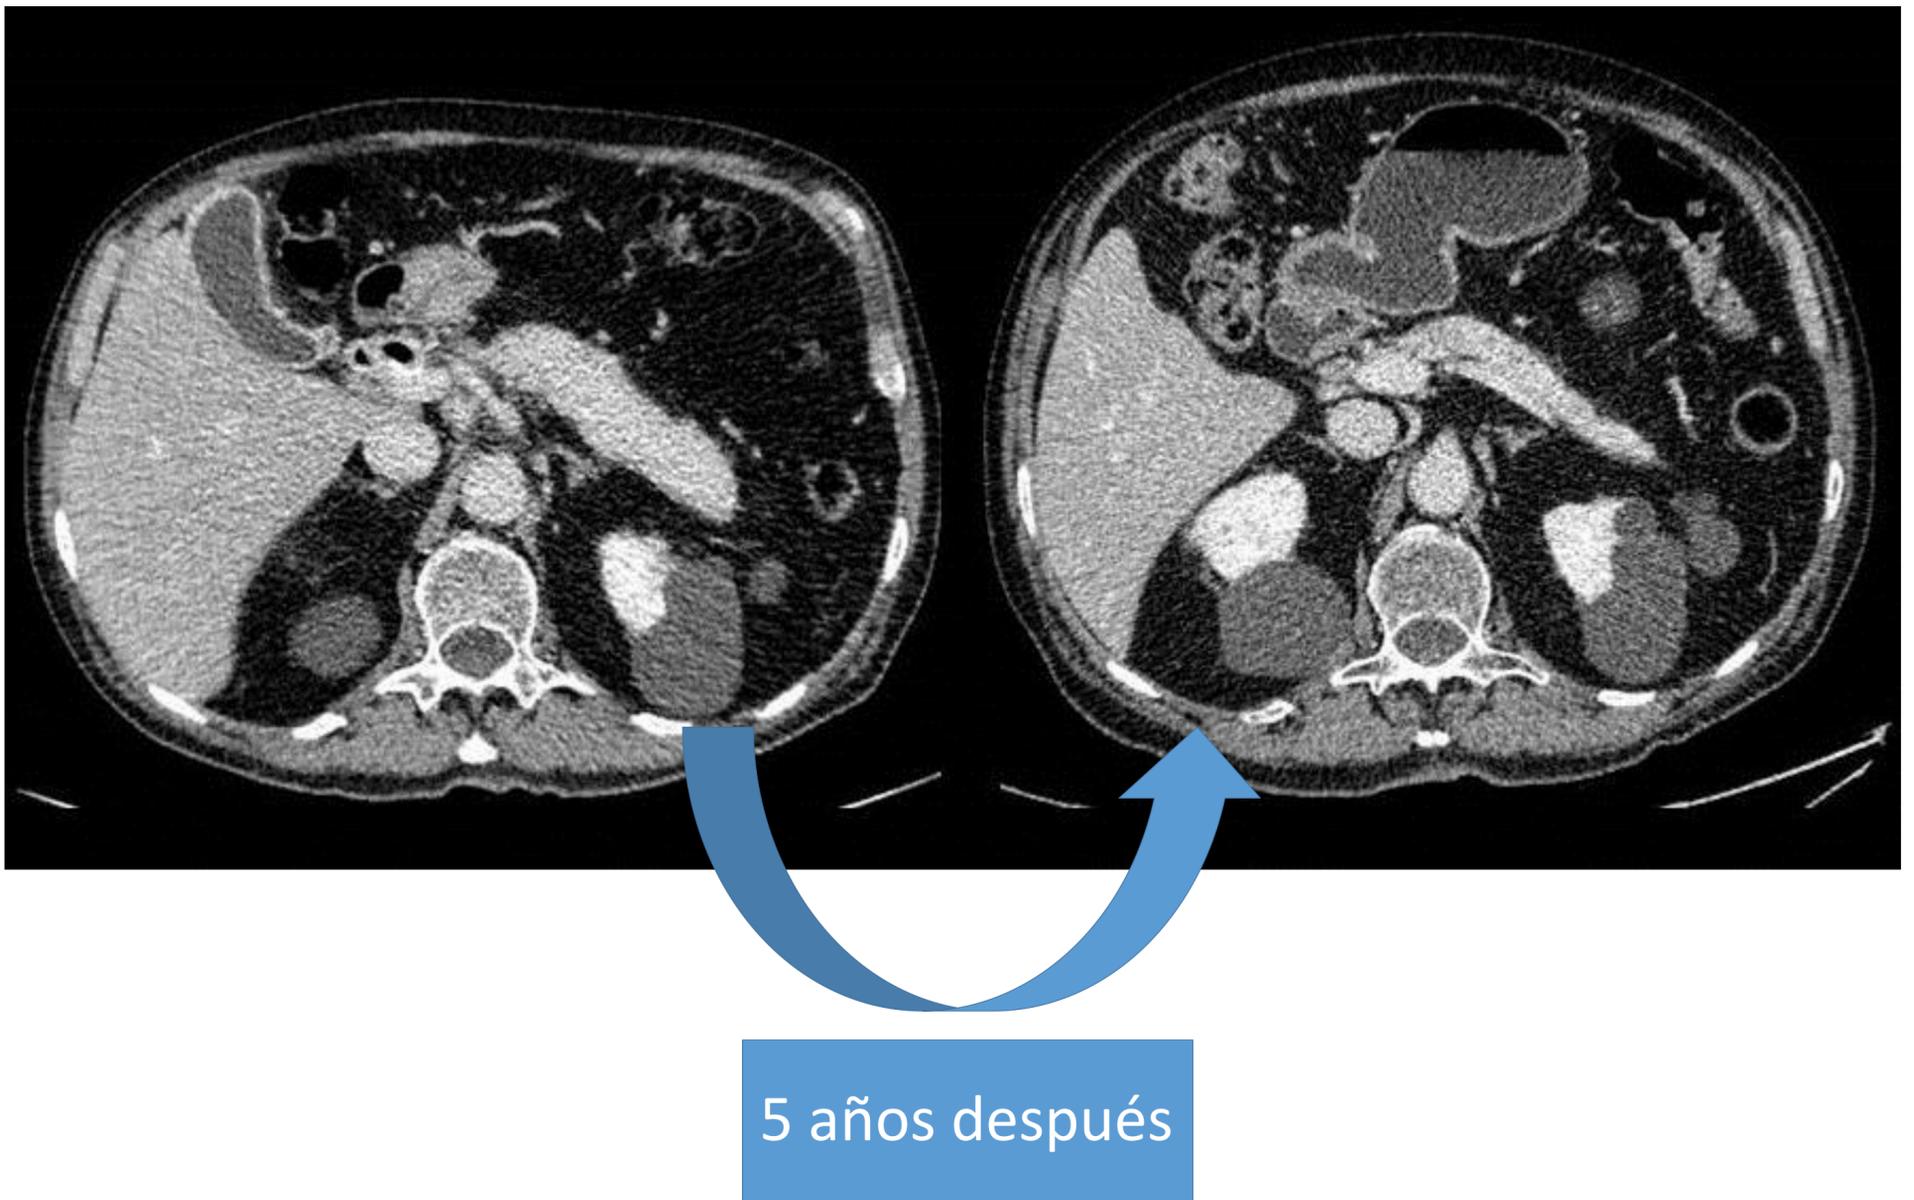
TC con contraste en fase portal. Izquierda: páncreas con morfología en salchicha, característico de la pancreatitis autoinmune difusa. Derecha: mismo paciente 5 años después, en el que se ve la atrofia del parénquima pancreático.
